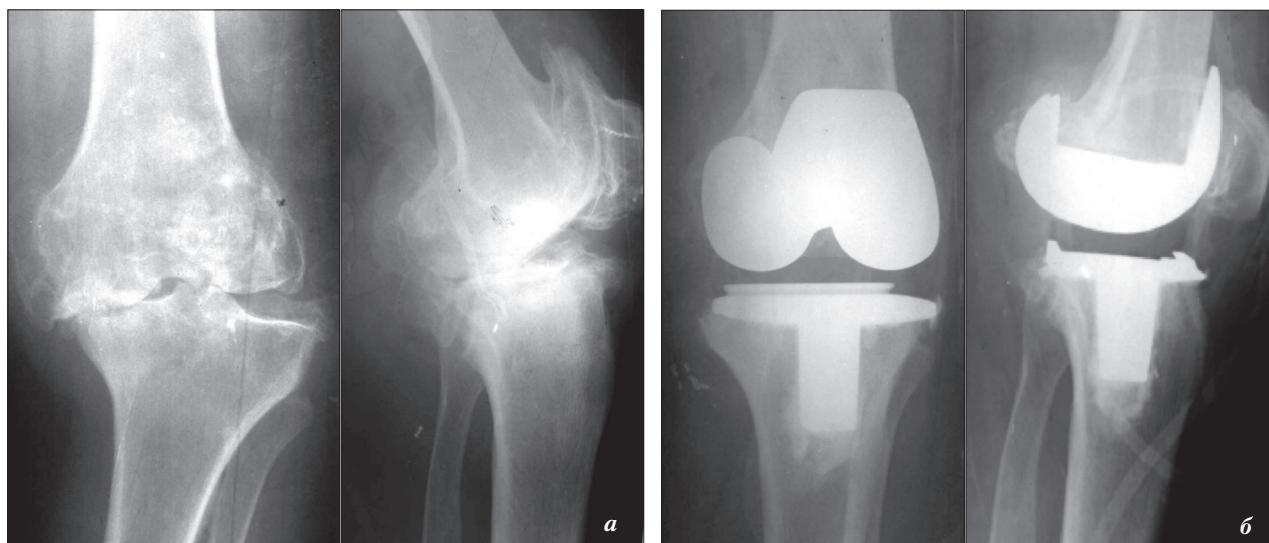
Рентгенограммы больной с гонартрозом 4-й степени до (а) и после (б) эндопротезирования коленного сустава
